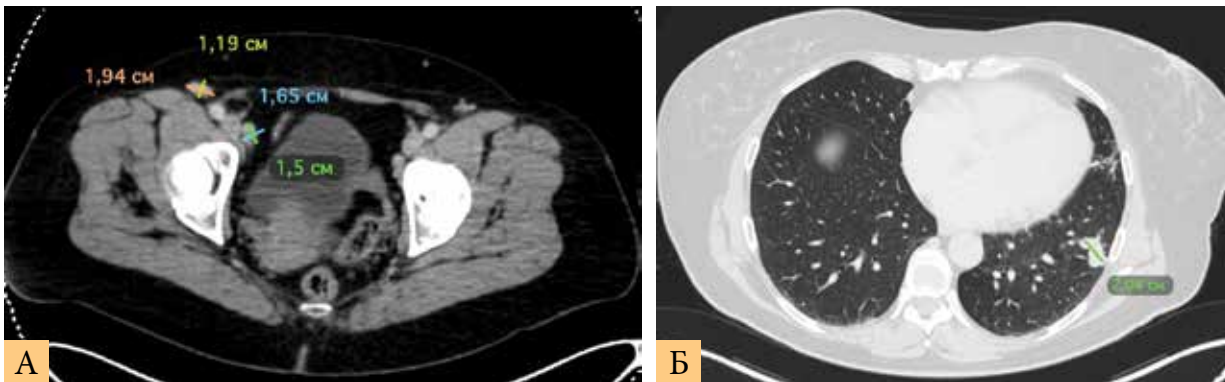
КТ с в/в контрастированием от июля 2022 г.: А – органов грудной клетки; Б – органов малого таза
